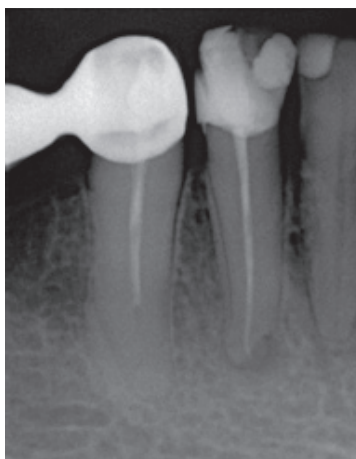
Рентгенологический снимок 4.2 зуба через 12 месяцев
